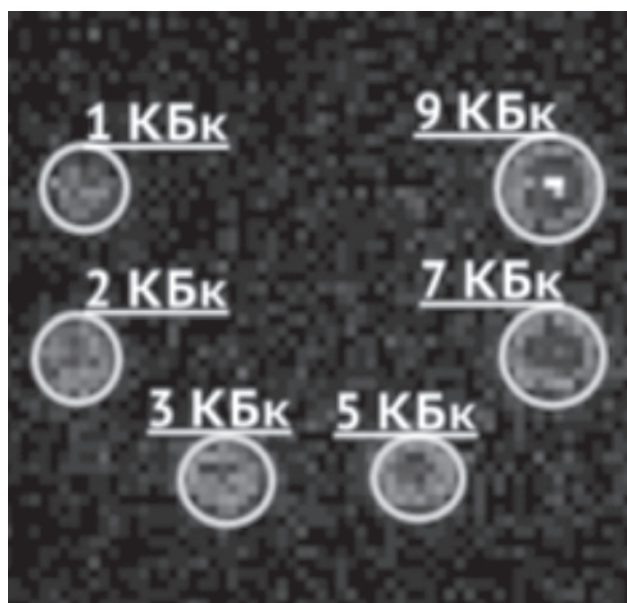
Реконструированная ОФЭКТ (поперечные срезы) фантома, содержащего в стандартных флаконах по 15 мл активность ^{99m}Tc -Технетрила в количествах от 1 до 9 КБк, для последующего определения чувствительности гамма-камеры в каждом клиническом случае и пересчета показателей сцинтилляций в области миокарда в абсолютную величину накопления ^{99m}Tc -Технетрила в миокарде
